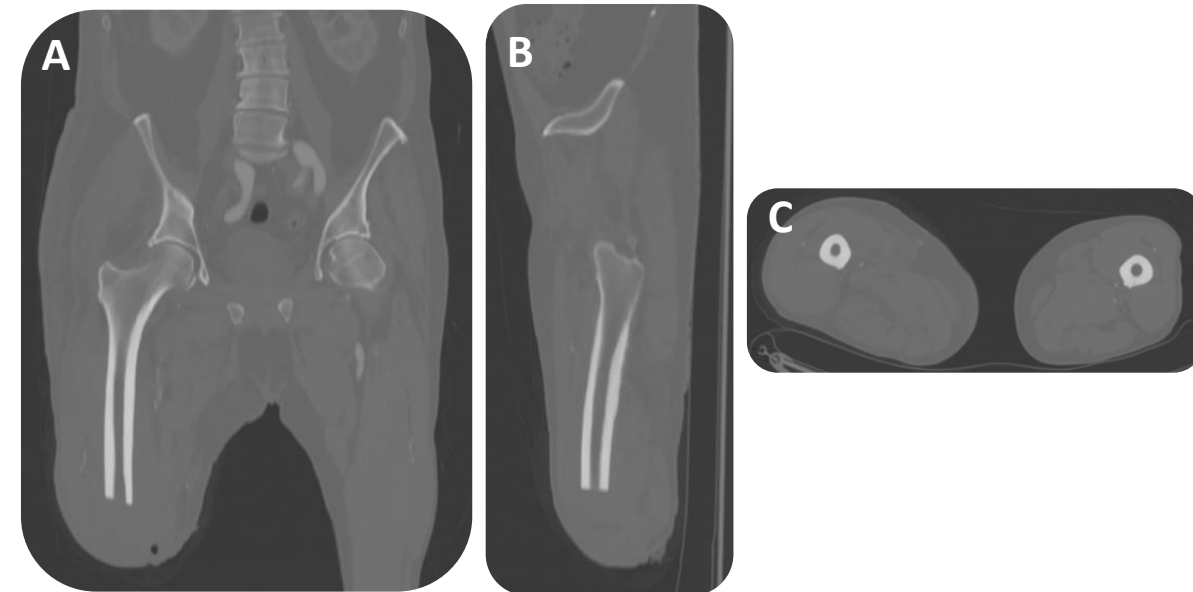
Corte A) coronal, B) sagital y C) axial de un TC con reconstrucción fina para valoración de hueso en un paciente amputado sano.
